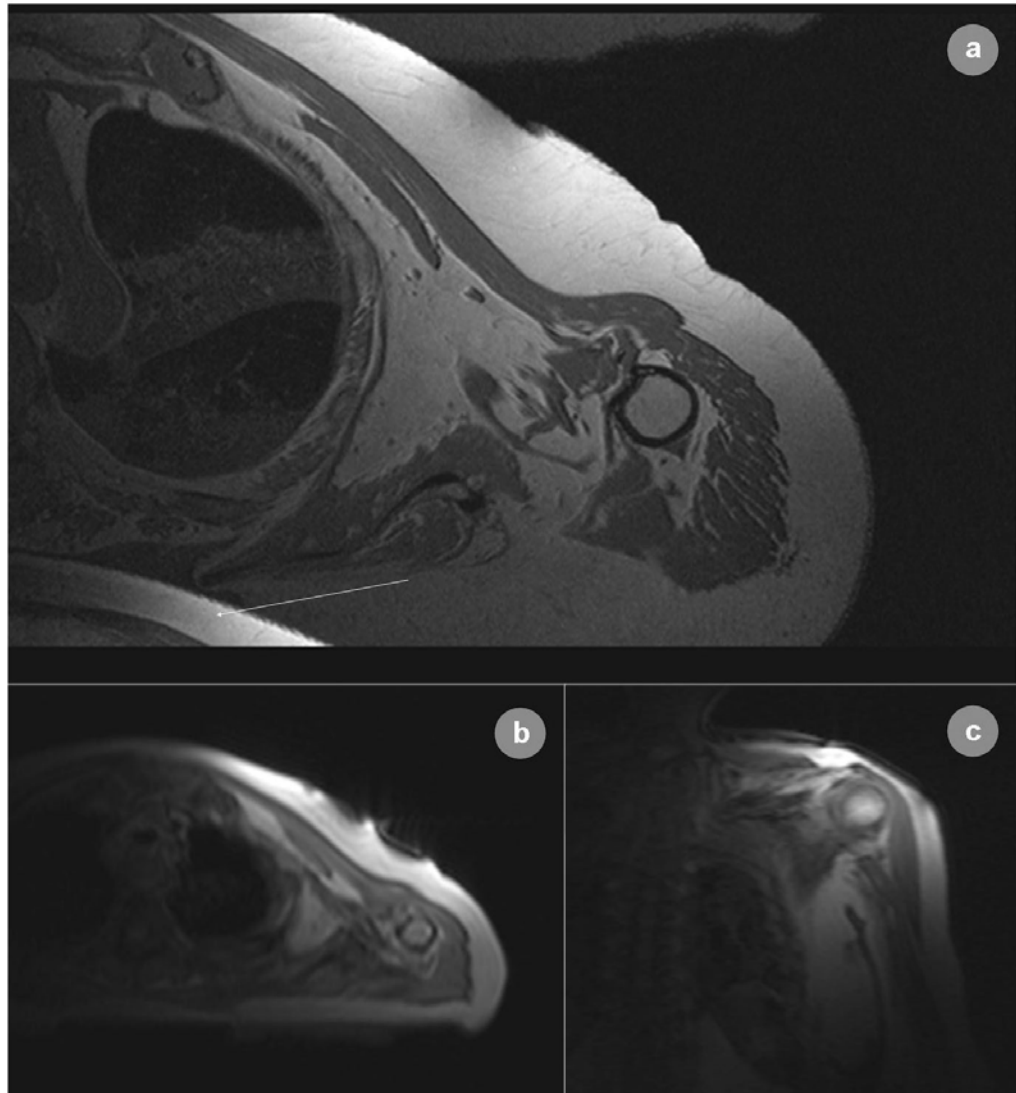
MRT- Artefakte.
